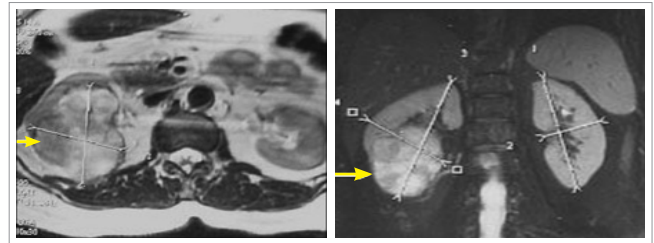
МРТ. Опухоль занимает нижний и средний сегменты правой почки (указана стрелкой)
